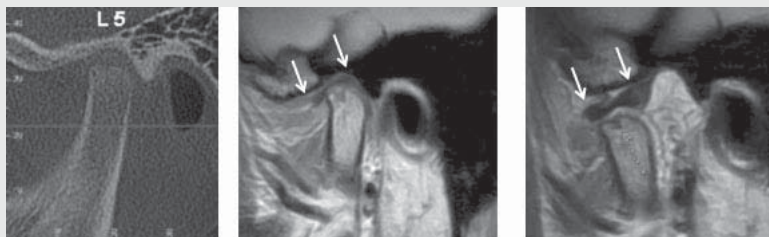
증례 3의 좌측 관절. 좌측 부터 CT image, closed mouth MRI, open mouth MRI (실선 화살표가 관절판의 범위를, 점선 화살표가 과두의 손상부위를 표시하고 있다.)
